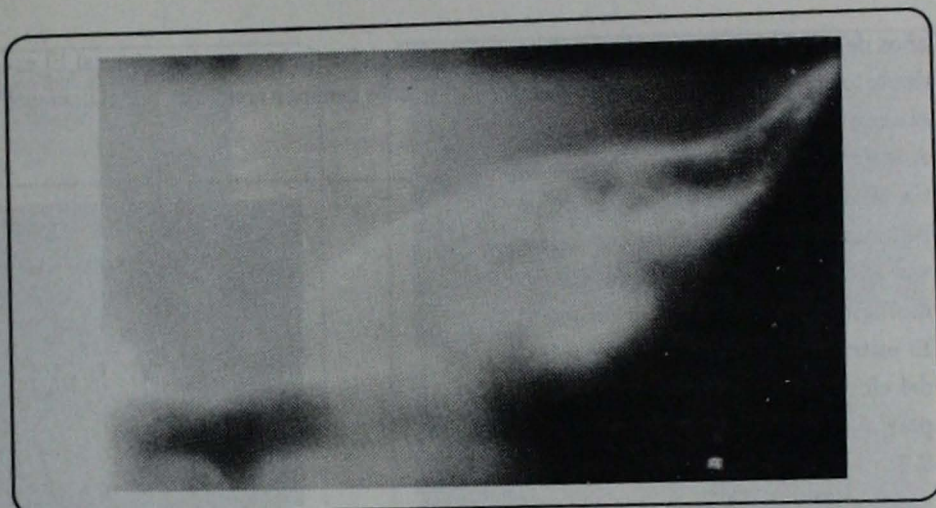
Politomografía. Aplasia del oído interno.
